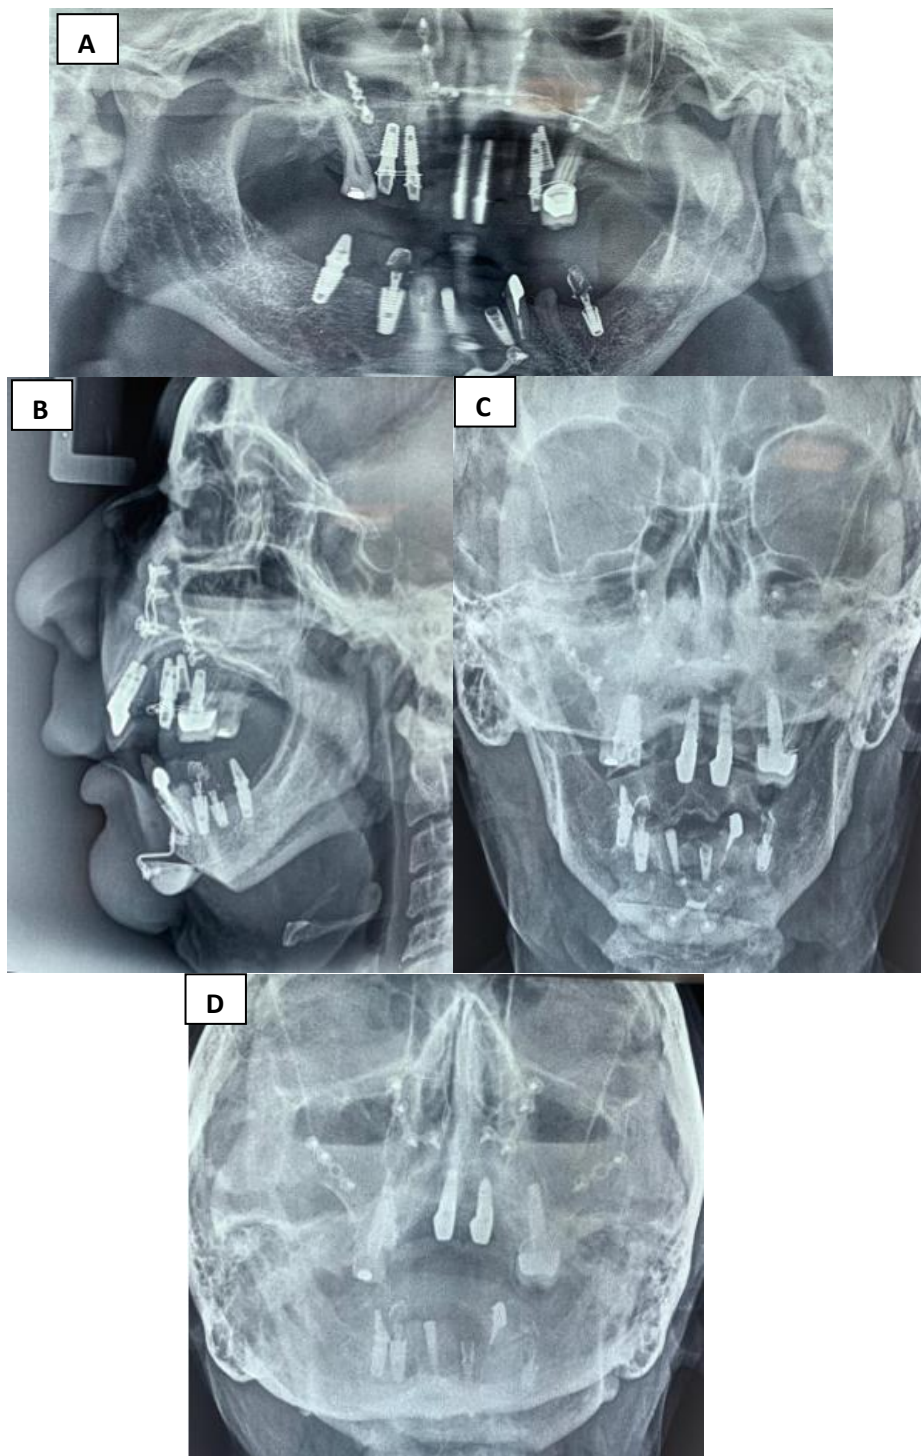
Caso 2. Imágenes postquirúrgicas inmediatas. (A) Radiografía Panorámica material de osteosíntesis maxilar y mandibular; (B) Radiografía lateral de cráneo se observa avance de mentón; (C) Radiografía antero-posterior presencia de material de osteosíntesis e implantes dentales; (D) Radiografía Submentovertex
